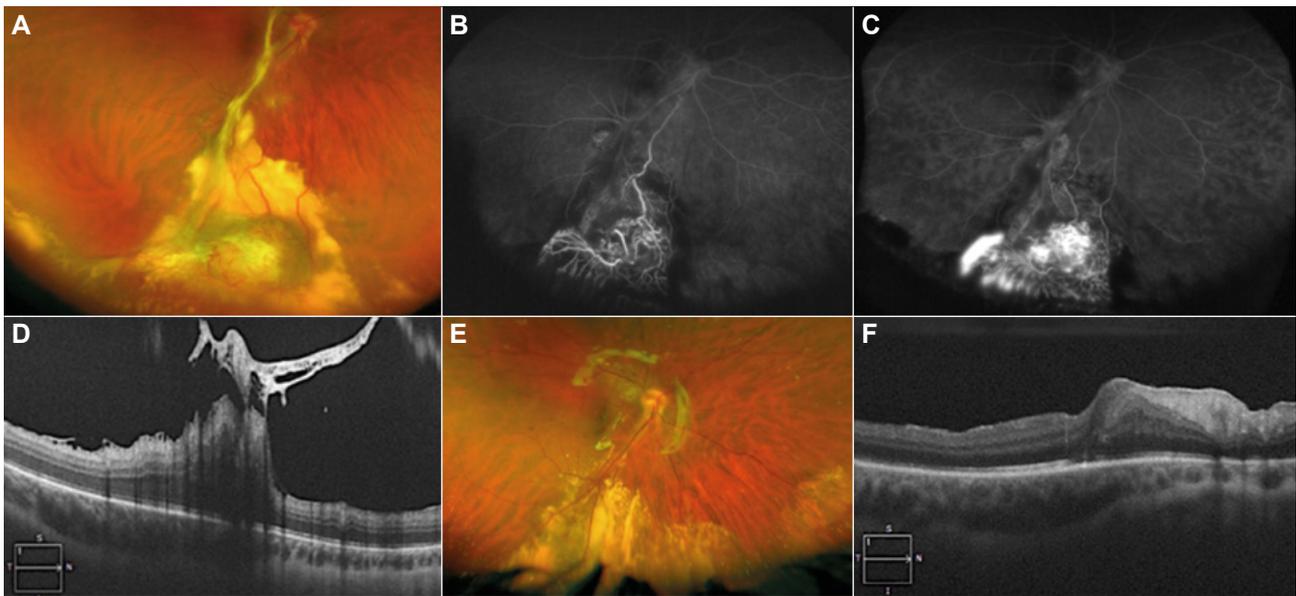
Tumor vasoproliferativo inferior. A. Retinografía que muestra la lesión inferior con vaso nutricional y cordón traccional que llega hasta la zona macular. B. Angiografía fluoresceínica que pone de manifiesto el vaso nutricional de la lesión y se aprecia fuga de contraste sobre la lesión en tiempos tardíos. C. D. Tomografía de coherencia óptica (OCT) en la que se aprecia la tracción macular con afectación central. E. Retinografía tras vitrectomía vía pars plana, endoresección de la tumoración, fotocoagulación del lecho escleral, pelado de la proliferación prerretiniana e intercambio por aceite de silicona. F. OCT del aspecto macular después de la cirugía presentando una clara mejoría.
